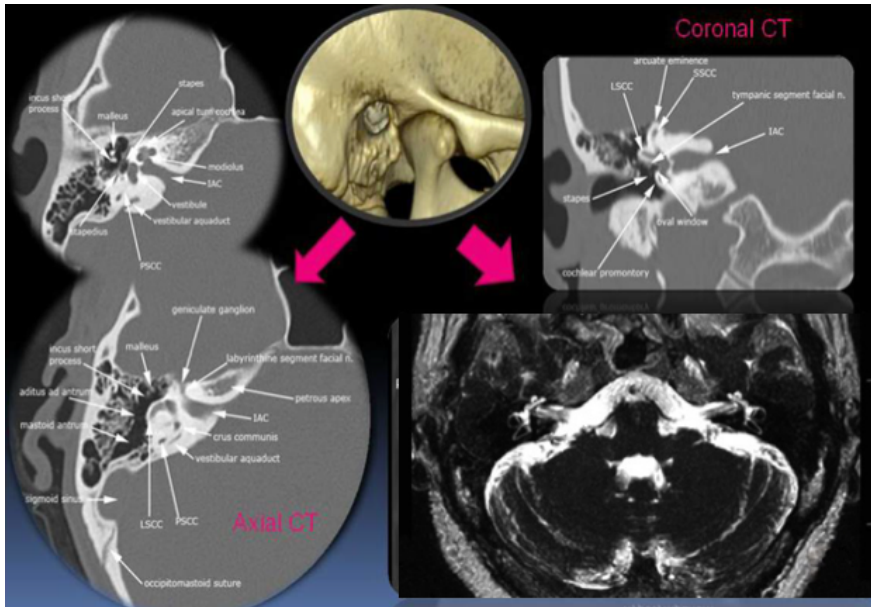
Imágenes del hueso temporal por TC/RMN y las relaciones del CAI en el oído interno.
